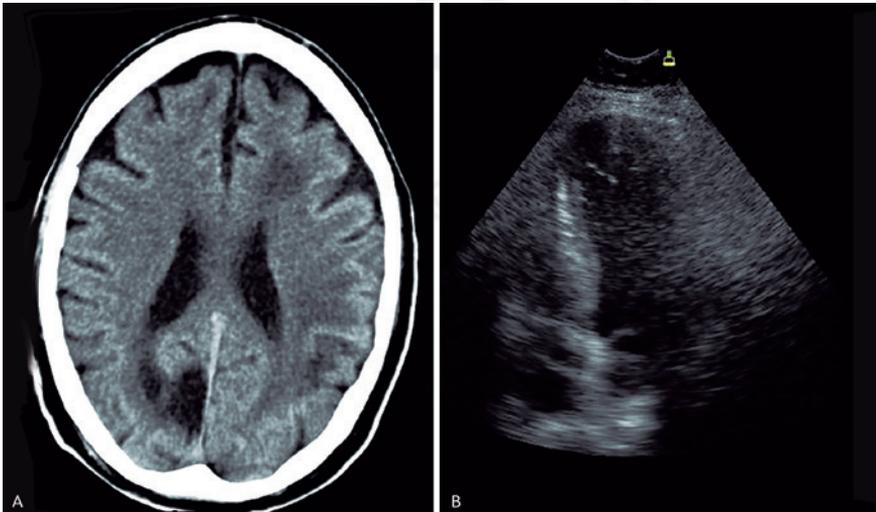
A: Tomografía axial computarizada, se aprecian infartos en distintas regiones cerebrales y momentos evolutivos diferentes. B: Ecocardiograma, paciente con un trombo intraventricular.
